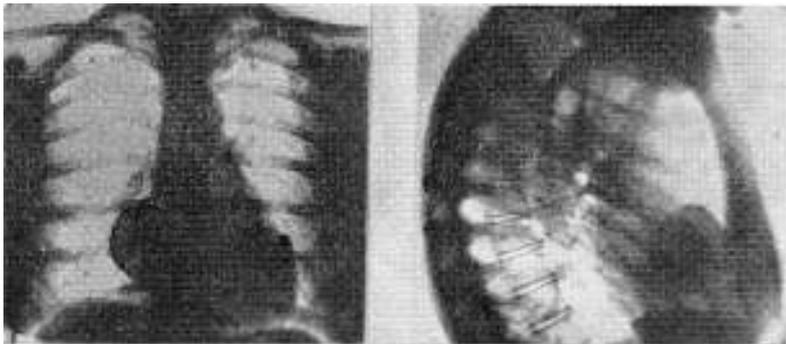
Observación de Blondeau y Costantini. Publicada por René Bourgeon en: "Les Kystes Hydatiques du Coeur". Tesis de Argelia. Radiografía frontal.
